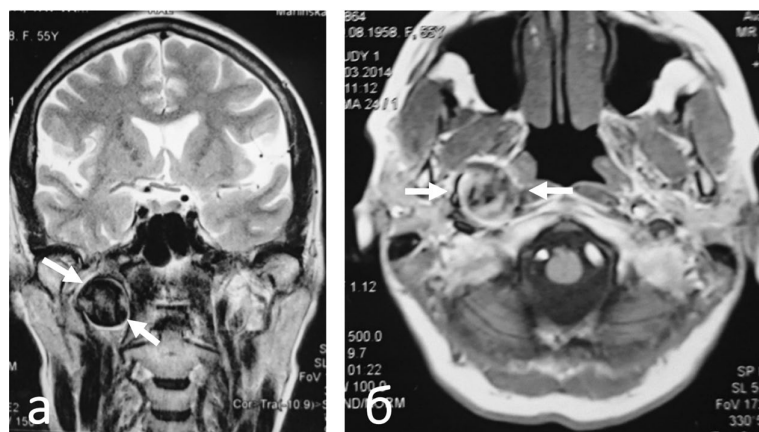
МРТ головы и верхнего отдела шеи.
